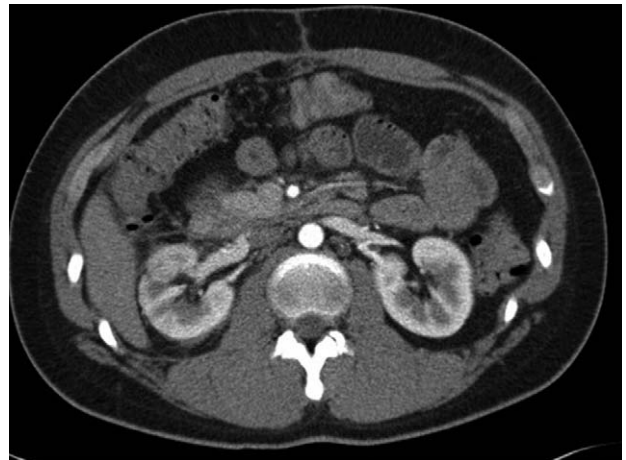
Abdominal CT at POD 5, showing improvement of AVF and renal infarct.
